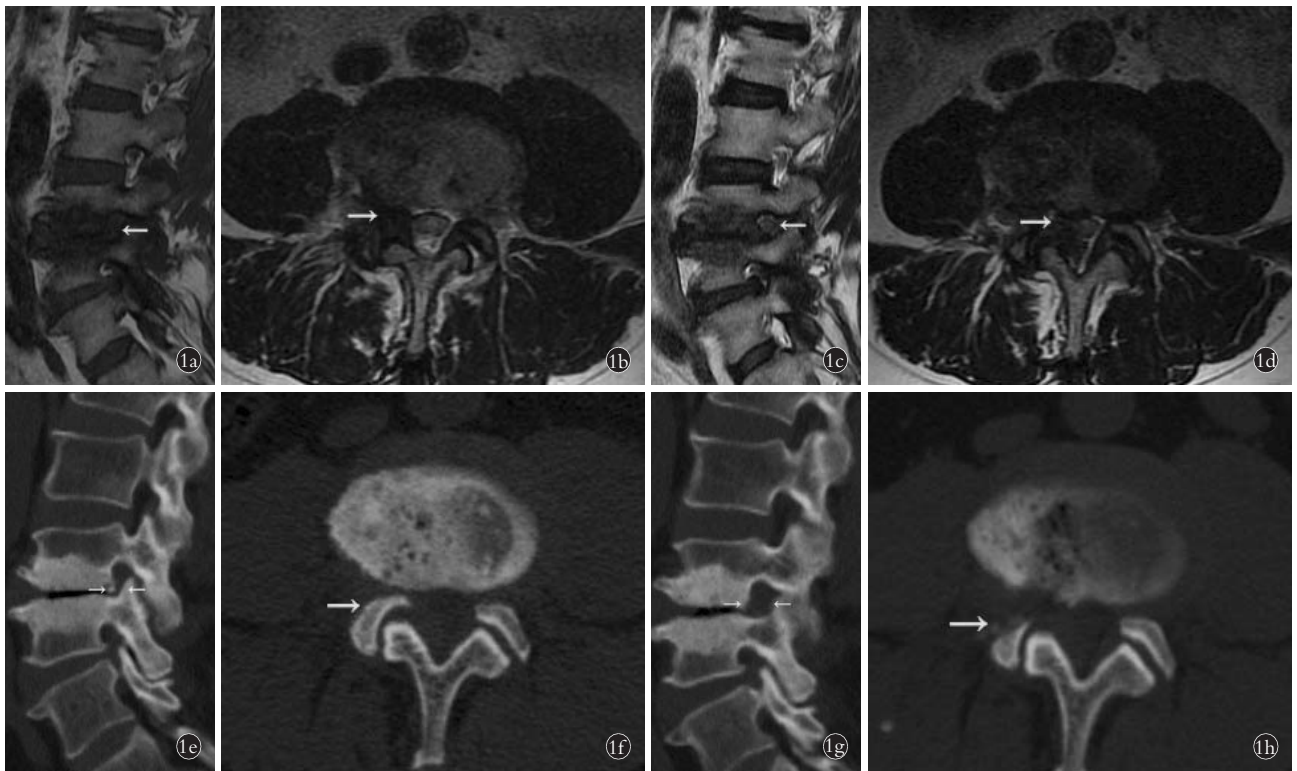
男性患者, 70 岁, 反复腰部疼痛 1 年半, 伴右侧下肢酸痛 5 个月 1a, 1b. 术前腰椎 MRI T2 像矢状位及水平位, 箭头所示右侧神经根出行区严重狭窄, 黄韧带肥厚, Wildermuth 分级 3 级 1c, 1d. 术后 6 个月腰椎 MRI T2 像矢状位及水平位, 箭头所示部位神经根周围已环形松解, 神经根形态自然松弛, 根周围出现高信号间隙 1e, 1f. 术前腰椎 CT 矢状位及水平位见右侧 L₅ 上关节突增生肥厚伴有 L₄ 椎体后缘骨赘形成, 箭头所示为骨性卡压因素 1g, 1h. 术后 6 个月腰椎 CT 矢状位及水平位见箭头所示骨性致压因素已彻底去除
